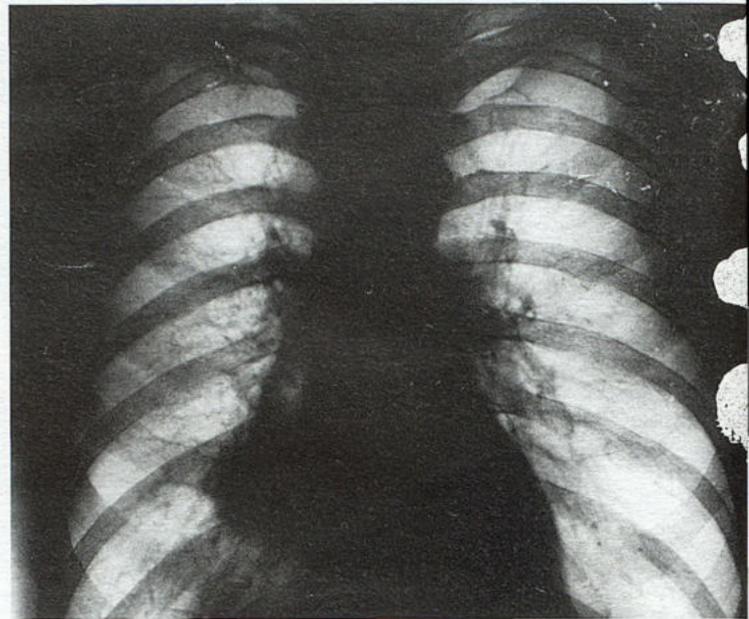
Больной Р., 57 лет. Обзорная рентгенограмма органов грудной полости (черно-белая). Малый периферический рак в нижнем легочном поле справа. Плоскоклеточный. T1N2M0.
